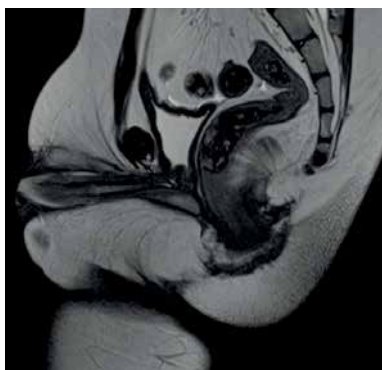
Хлопчик М., 8 років. Магнітно-резонансна томографія системою «Siemens MAGNETOM Aera» (1,5 Тл). 1 – дорзальна епіспадична уретра, 2 – вентральна уретра
